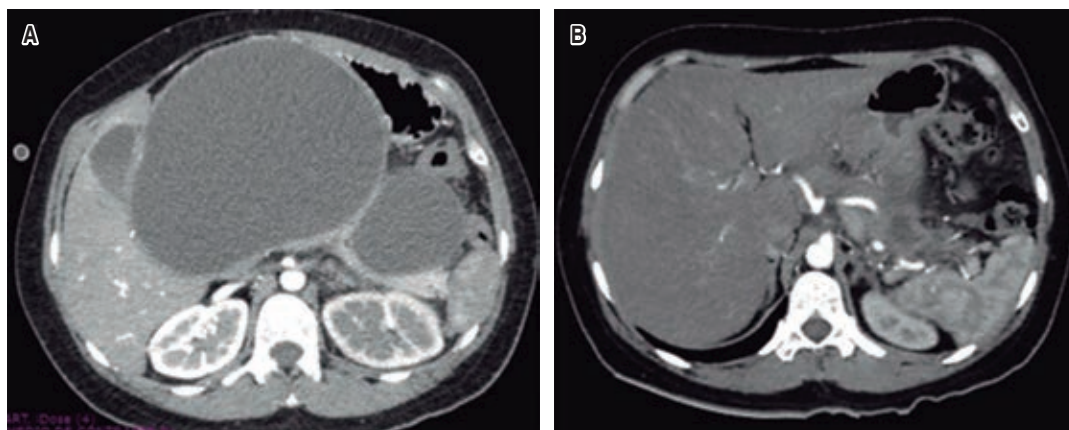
Tomografía abdominal con contraste intravenoso, páncreas aumentado de tamaño por lesiones ovoideas dependientes de cabeza y cuerpo, con medidas de $229 \times 137 \times 182$ mm con volumen aproximado de $2,899$ cm^3 y una segunda lesión de $100 \times 57 \times 82$ mm con volumen aproximado de 238 cm^3 . A) Corte transversal en su mayor diámetro. B) Tomografía abdominal postquirúrgica (un mes).
